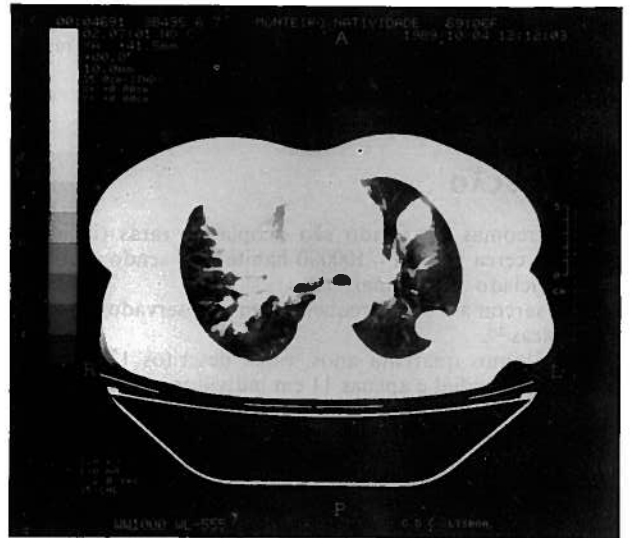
TAC Torácico (a nível da carina).
